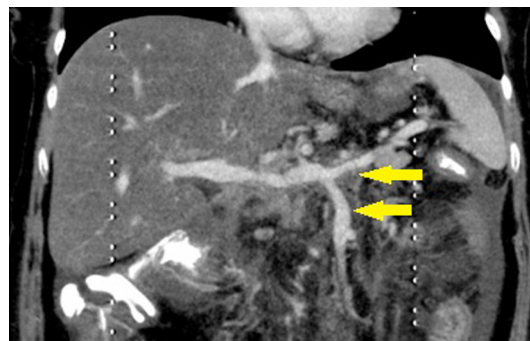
Мультиспиральная компьютерная томография той же больной с контрастным усилением на момент выписки [портальная фаза — ствол воротной вены заполняется через селезеночную и нижнюю брыжеечную вены (стрелки), ствол верхней брыжеечной вены не определяется]
